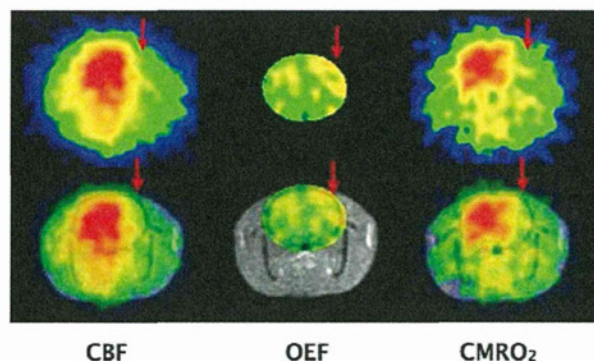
脳虚血モデルPET画像(虚血30分後)
